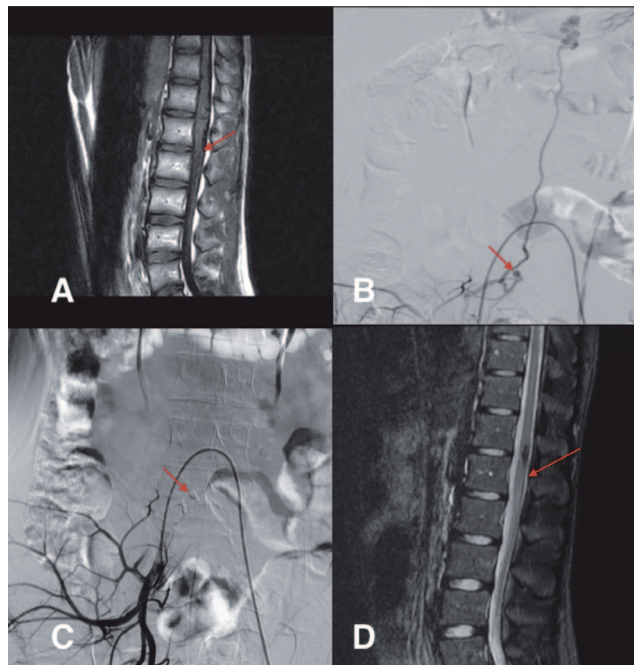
Чоловік 33 років із СДАВФ мозкового конуса, що дебютував слабкістю ніг та еректильною дисфункцією. Через 6 міс стан погіршився до важкого парапарезу, парестезії обох ніг і промежини, затримки сечі та калу. Діагноз було підтверджено за допомогою МРТ (А, стрілка) та спінальної ангіографії (В), які також виявили асоційовану аневризму (В, стрілка). Пацієнту проведено ендоваскулярну емболізацію з повною оклюзією СДАВФ та аневризми (С, стрілка). У післяопераційний період відбулося значне неврологічне покращення зі зменшенням розладів сечовипускання, дефекації та залишковим легким парезом правої гомілки. Контрольна МРТ не виявила ознак СДАВФ (D, стрілка)
